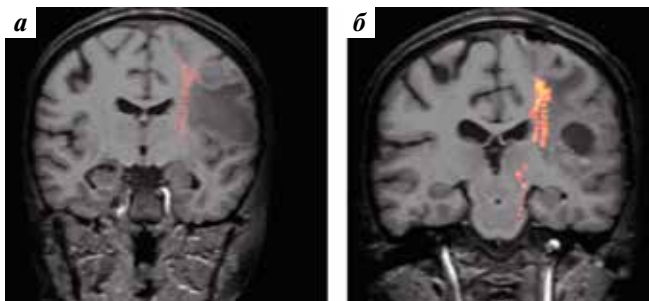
Клинический пример 3. Магнитно-резонансная томография: а – модель пирамидного тракта (красным) до операции; б – модель пирамидного тракта после операции
